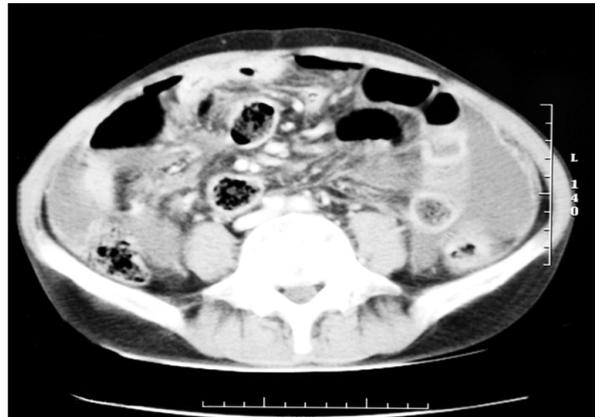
Contrast-enhanced abdomen computed tomography at admission 11 days later. Intra abdominal fluid collection with irregular peritoneal line was noted.
